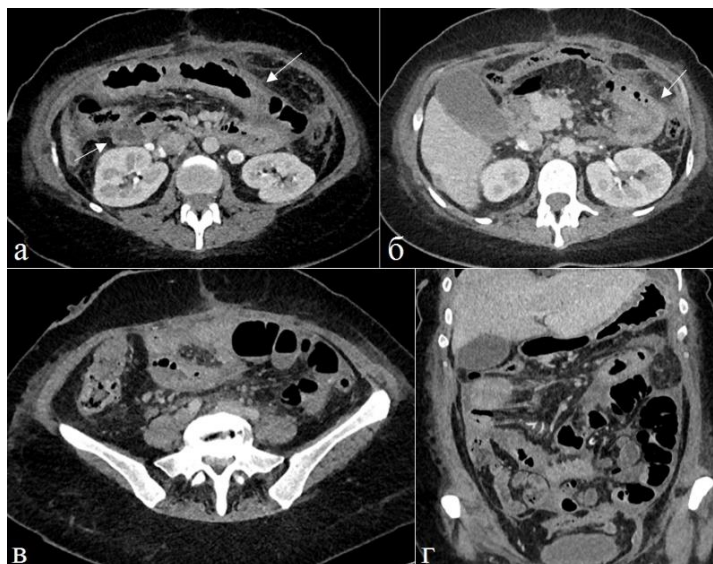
Больная 50 лет. Перитонит. а), б), в) аксиальная, г) фронтальная томограмма. Венозные фазы контрастного усиления. Стенка кишечных петель утолщена за счет отека и утолщения серозной оболочки, просвет неравномерно сужен и деформирован (стрелки).
